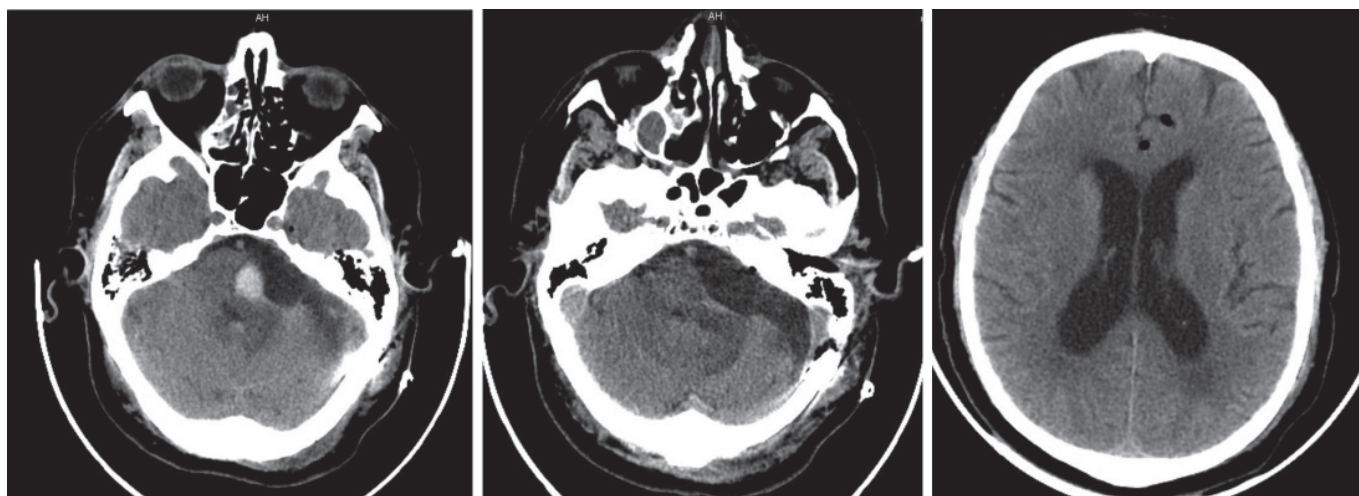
МСКТ головного мозга пациента М. с контрастным усилением в 1-е сутки после операции. Участков патологического накопления контрастного препарата нет. Отмечается участок кровоизлияния в левых отделах моста.
